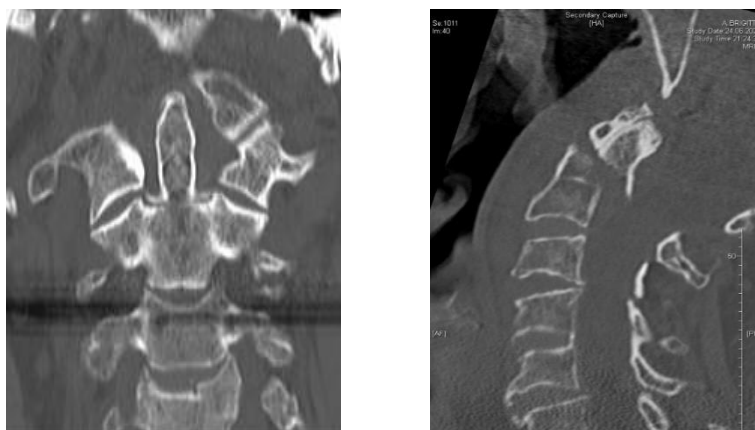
CT-Diagnostik einer Typ IIA Densfraktur koronar (links) und sagittal (rechts) (eigene Aufnahmen)
